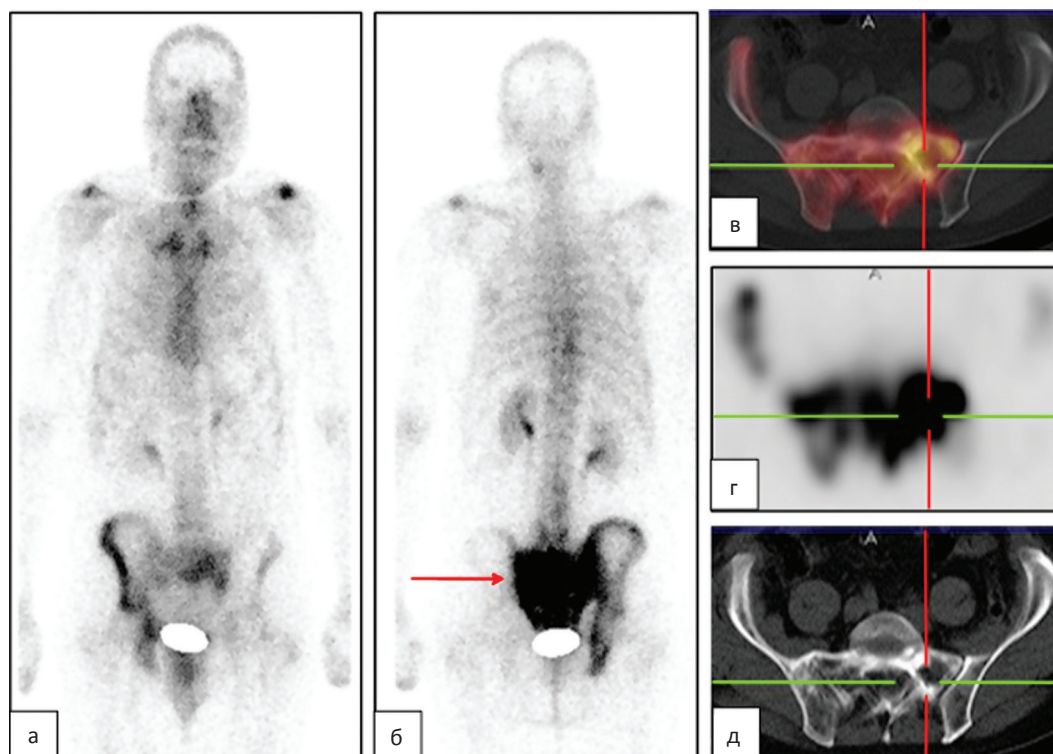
На остеосцинтиграммах в передней (а) и задней (б) проекциях определяется зона неравномерной гипераккумуляции РФП в крестце (стрелка) и, менее выражено, в правой половине костей таза без чётких границ — признаки очагового поражения. На ОФЭКТ/КТ-срезах, представленных в аксиальных проекциях (в, г, д), определяется повышенное накопление РФП в области костей правой половины таза и крестце. При КТ отмечается смешанная перестройка костной структуры крестца и правой подвздошной кости, частично ячеистая, частично склеротическая, с очагами жировой инволюции (д). Выявленные изменения соответствуют деформирующему оститу (болезнь Педжета)
